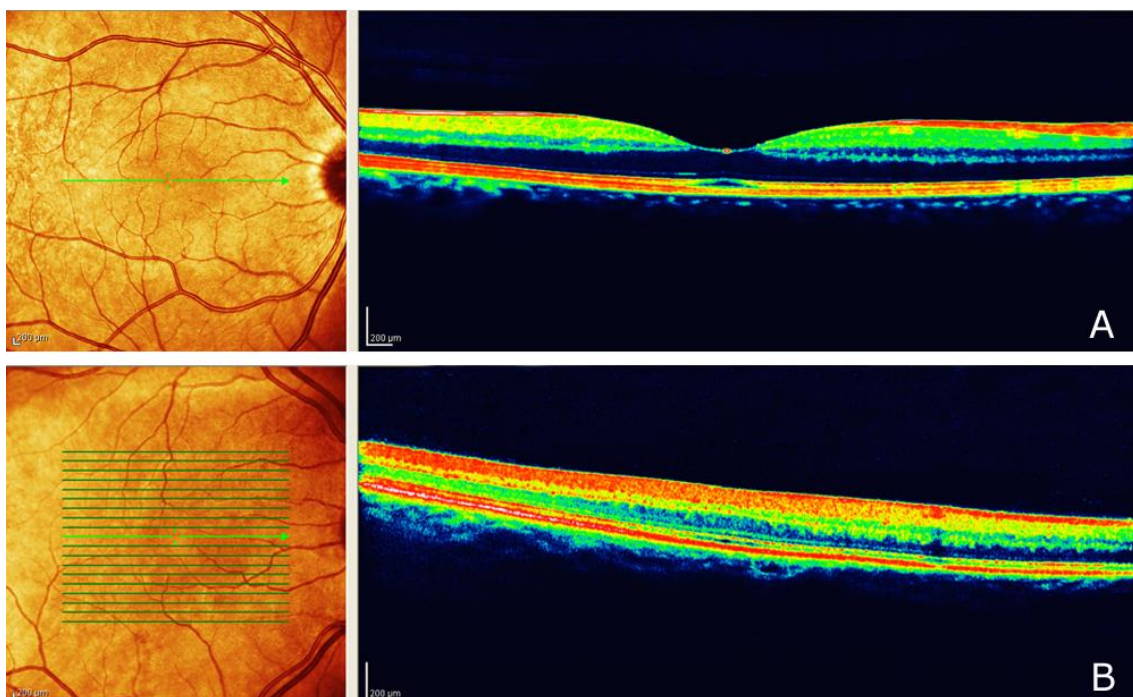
Comparação da fóvea de um indivíduo não albino (A) com um indivíduo albino (B). Nas fotos da esquerda, temos o fundo do olho (área da fóvea) dos indivíduos enquanto as fotos da direita são imagens de OCT - Tomografia de Coerência Óptica - exame de imagem capaz de mostrar cortes seccionais das estruturas oculares com alta resolução, mostrando as camadas da retina, evidenciando que os indivíduos albinos não apresentam a depressão foveal, vista em indivíduos não albinos. Fonte: <http://webvision.med.utah.edu/book/electrophysiology/visual-and-auditory-anomalies-associated-with-albinism/>
